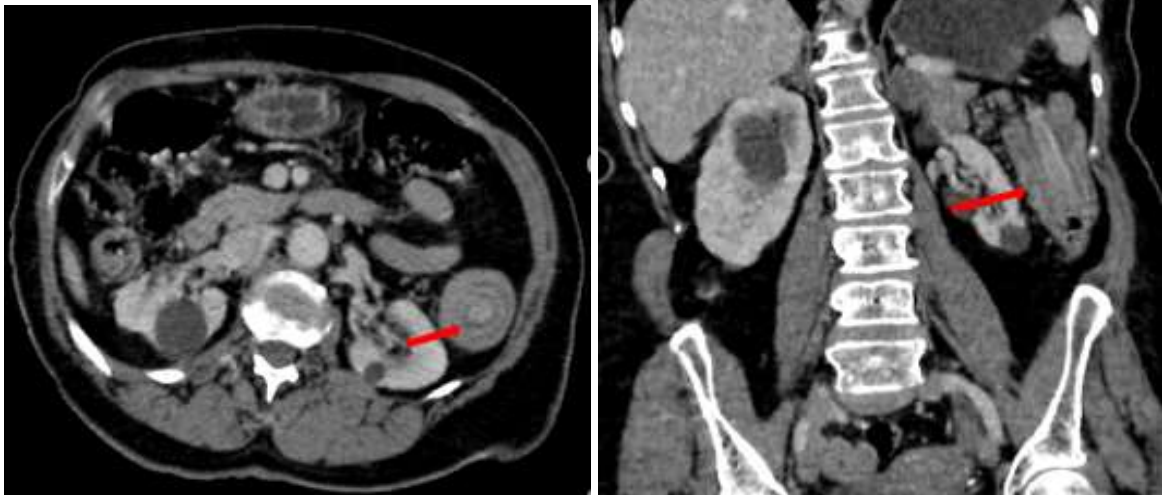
TDM abdomino pelvienne en coupes axiales et coronales montrant une distension des anses coliques et grêliques (étoile) en amont d'un épaissement pariétal circonférentiel et irrégulier de l'angle colique gauche, rehaussé après injection du PDC (flèche)*
